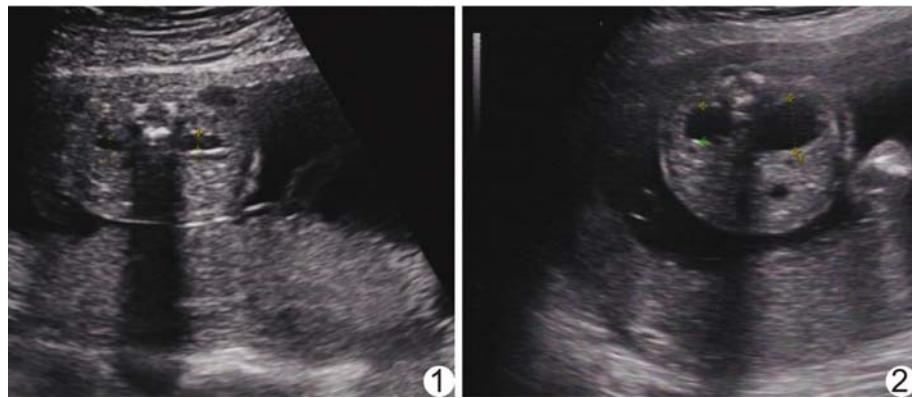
孕妇33岁,孕21周,超声声像图示胎儿右肾APD为3.3 mm,无肾盂分离;胎儿左肾APD为4.6 mm,肾盂轻度分离
